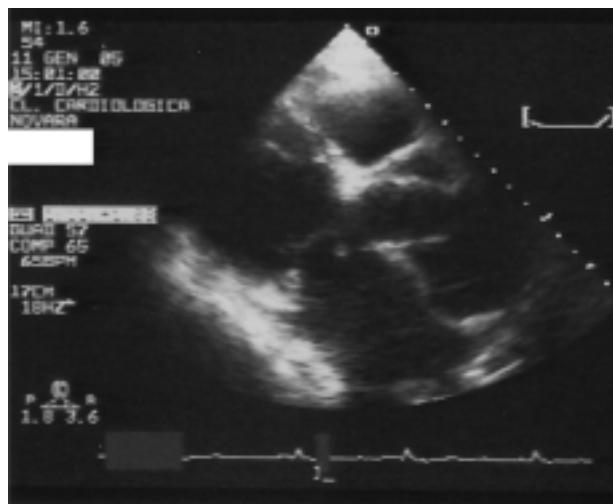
Proiezione parasternale asse lungo con evidenza di un doppio profilo aortico (protesi e parete aortica originale).
